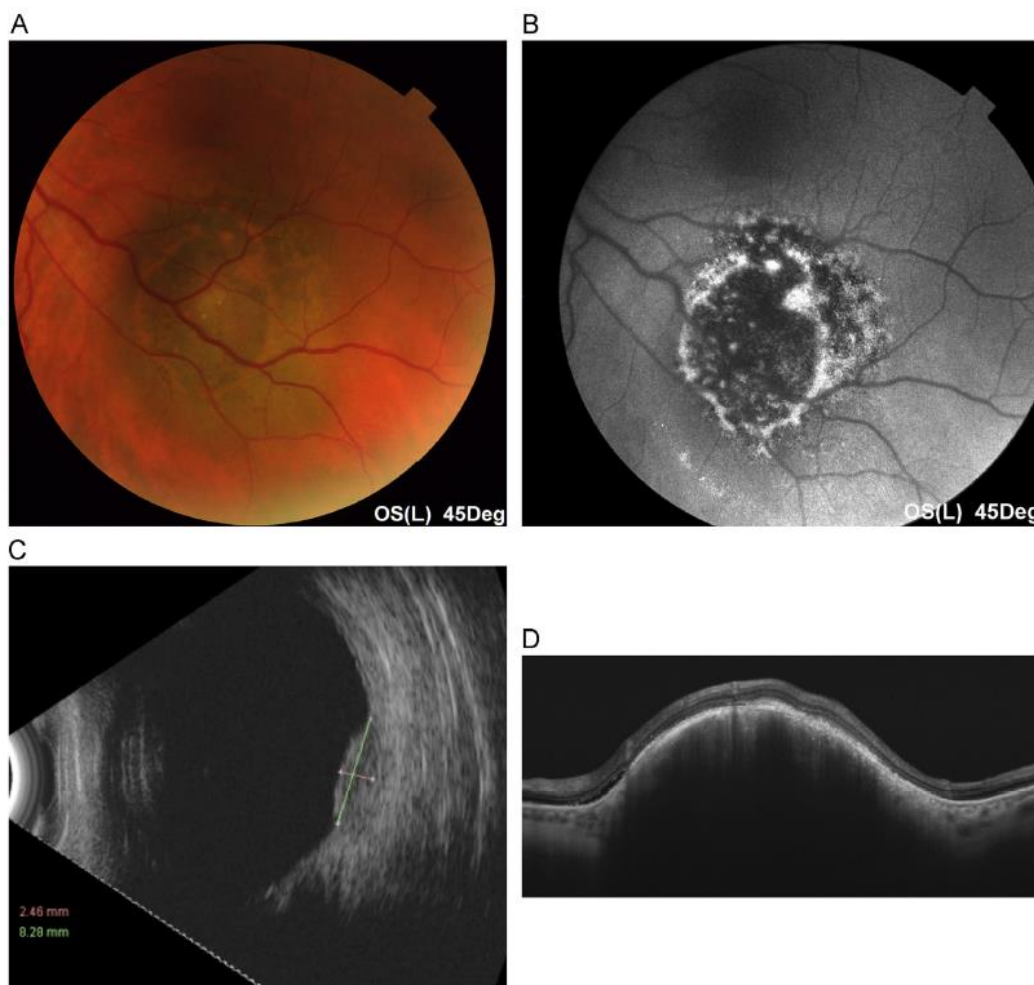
Choroidal lesion with risk factors for growth, showing lipofuscin deposits and a thickness of 2 mm. A, Fundus photography. B, Fundus autofluorescence highlighting the lipofuscin deposits. C, Ultrasonography. D, Swept-source optical coherence tomography. Irregular internal structure, subretinal fluid, and loss of retinal pigment epithelium and inner segment/outer segment, as well as subretinal lipofuscin deposits observed in the top and on the right side of the lesion.
